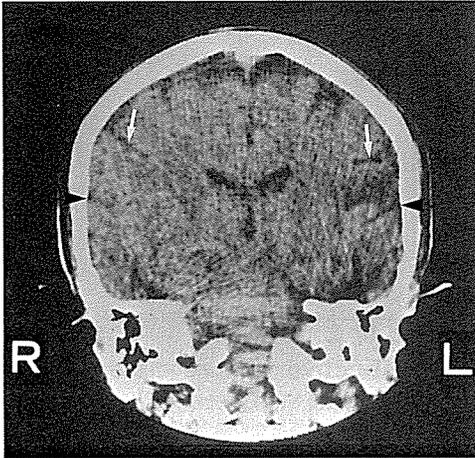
CT所見(OM lineにはほぼ垂直で視床、大脳脚、および橋を通るレベルの環状断)
